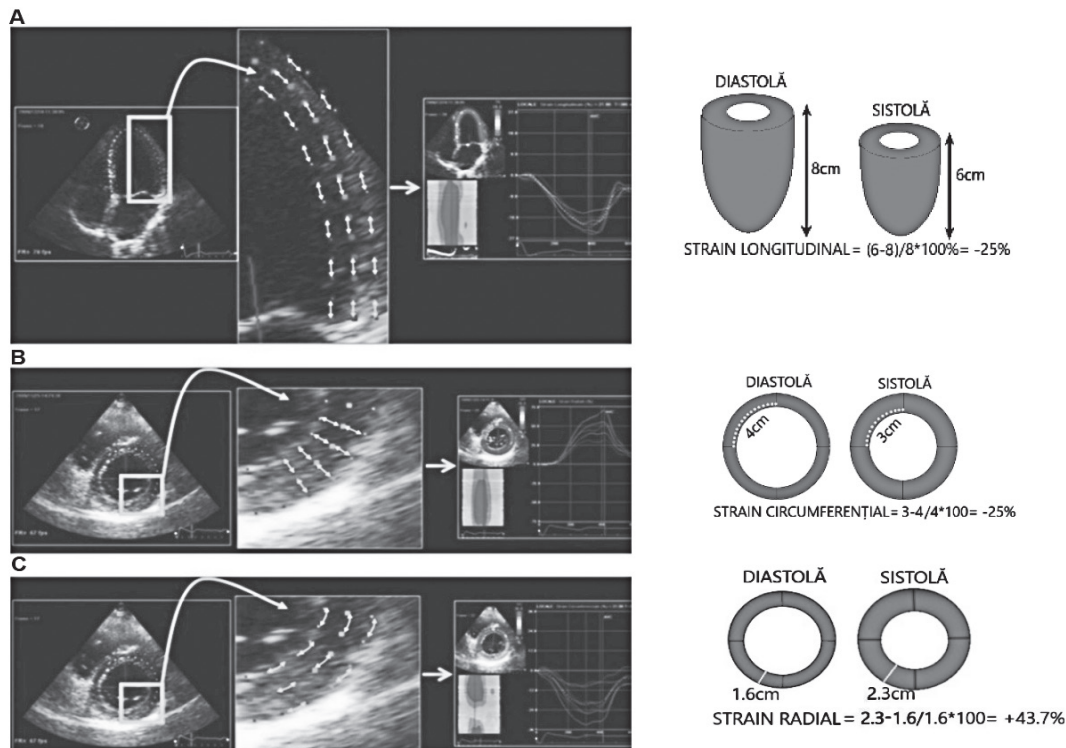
După Biswas Echocardiography, (2013)
